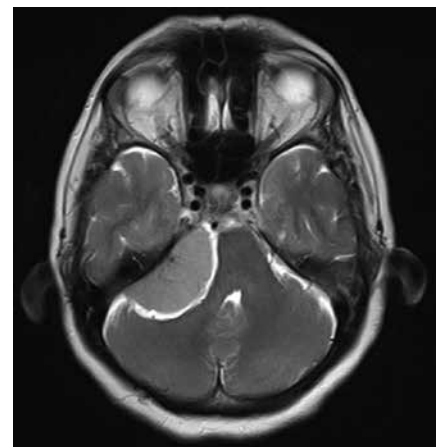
A transverse T2 weighted MRI image of an iso-hyperintense lesion at the right cerebellopontine angle.
